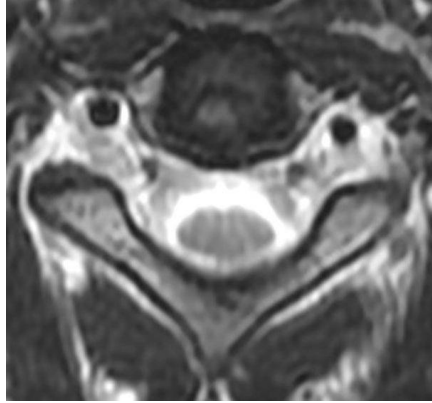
МРТ. Т2- аксіальний вигляд міжхребцевого диска С5-С6. Диск з ознаками дегенеративно-дистрофічних змін пульпозного ядра – неоднорідного зниження МР-сигналу на Т2, переміщення ПЛ у бік фіброзного кільця, випинання диска у просвіт хребетного каналу
